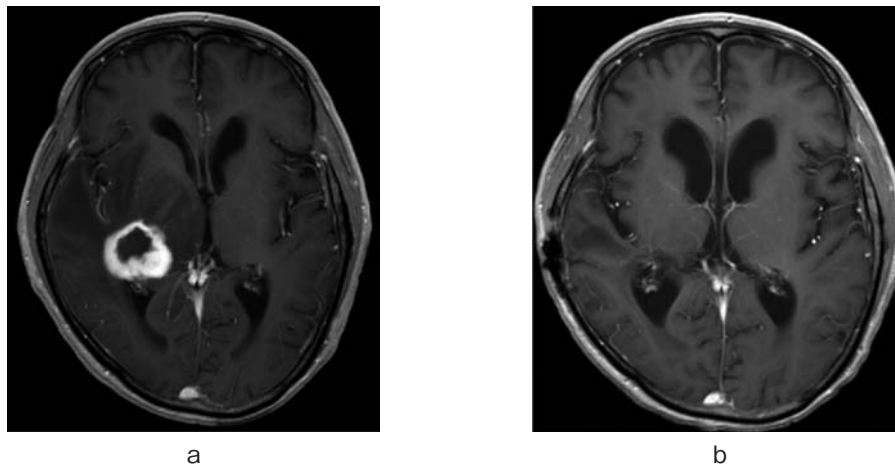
Head MRI with Gd-DTPA. a: arrow showed brain tumor. b: brain tumor disappeared after radiotherapy.
